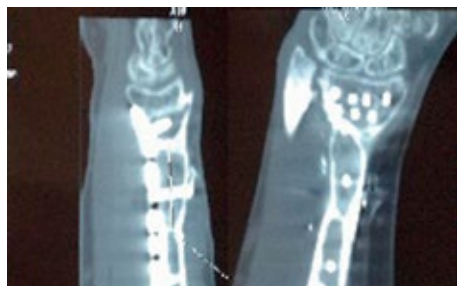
Данные КТ предплечья через 14 мес после пластики внутренним мыщелком БК.
